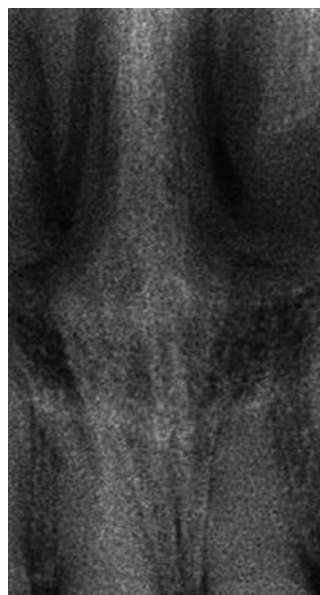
Radiografia dos incisivos centrais não restauráveis.
